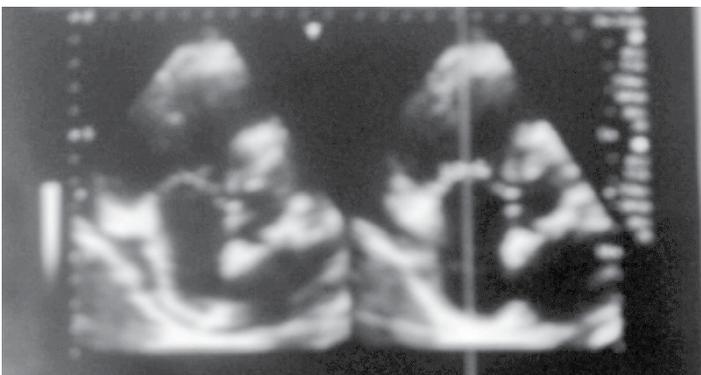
En el ecocardiograma de control a los 2 años, se observa la ausencia de vegetación en la válvula mitral
